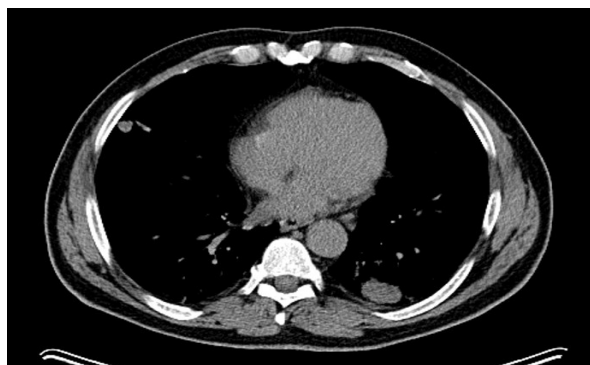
«Вузлове» утворення правої легені за даними КТ та ПЕТ-¹⁸F-ФДГ.
